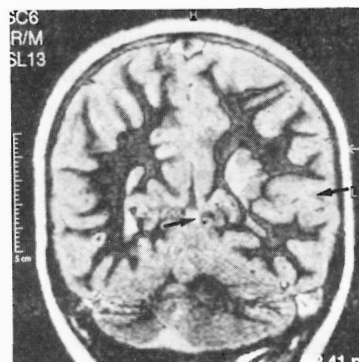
RM cerebral. Displasia cortical parieto-occipital esquerda com heterotopias sub-corticais (também contra laterais).
